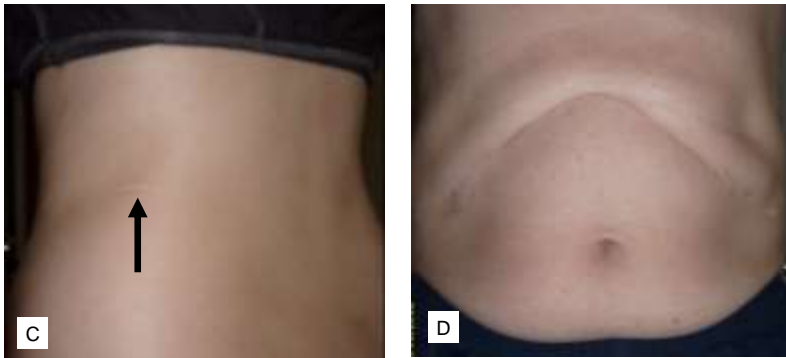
Cicatrices después de una cirugía abierta (A, D) y endoscópica (B,C) de feocromocitoma. A: Cicatriz después de 2 cirugías de feocromocitoma de las glándulas suprarrenales. B: Cicatrices después de cirugía endoscópica bilateral. C: Condición después de la resección endoscópica de un feocromocitoma localizado bajo la glándula suprenal izquierda (el mismo paciente que en E). D: Condición después de 10 años de una cirugía abierta de feocromocitoma bilateral de las glándulas suprarrenales en el padre. E: RM, vista frontal; F: PET [^{18}F] DOPA vista frontal, desde arriba y lateral. Mismo paciente que en C
